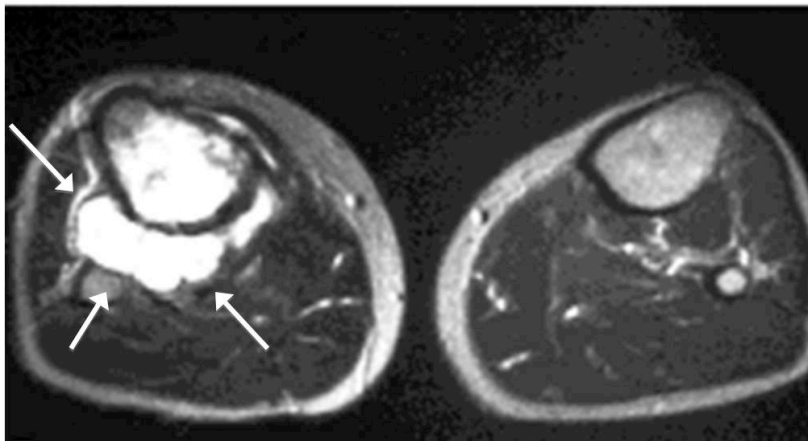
Chondrosarkom (MRT)
